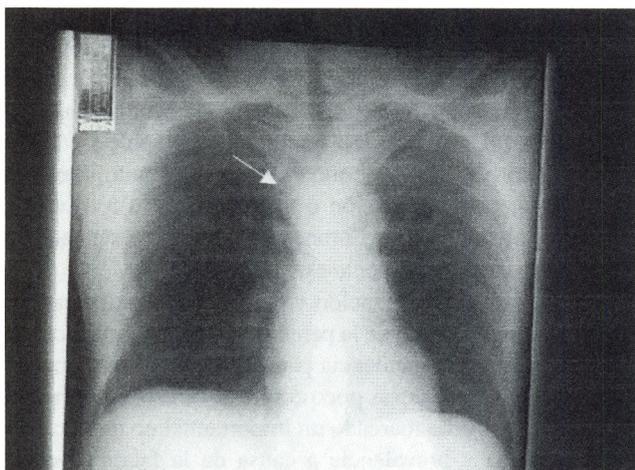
Radiografía torácica AP. La flecha muestra la tráquea desplazada hacia la derecha por masa dependiente de botón vascular aórtico.
